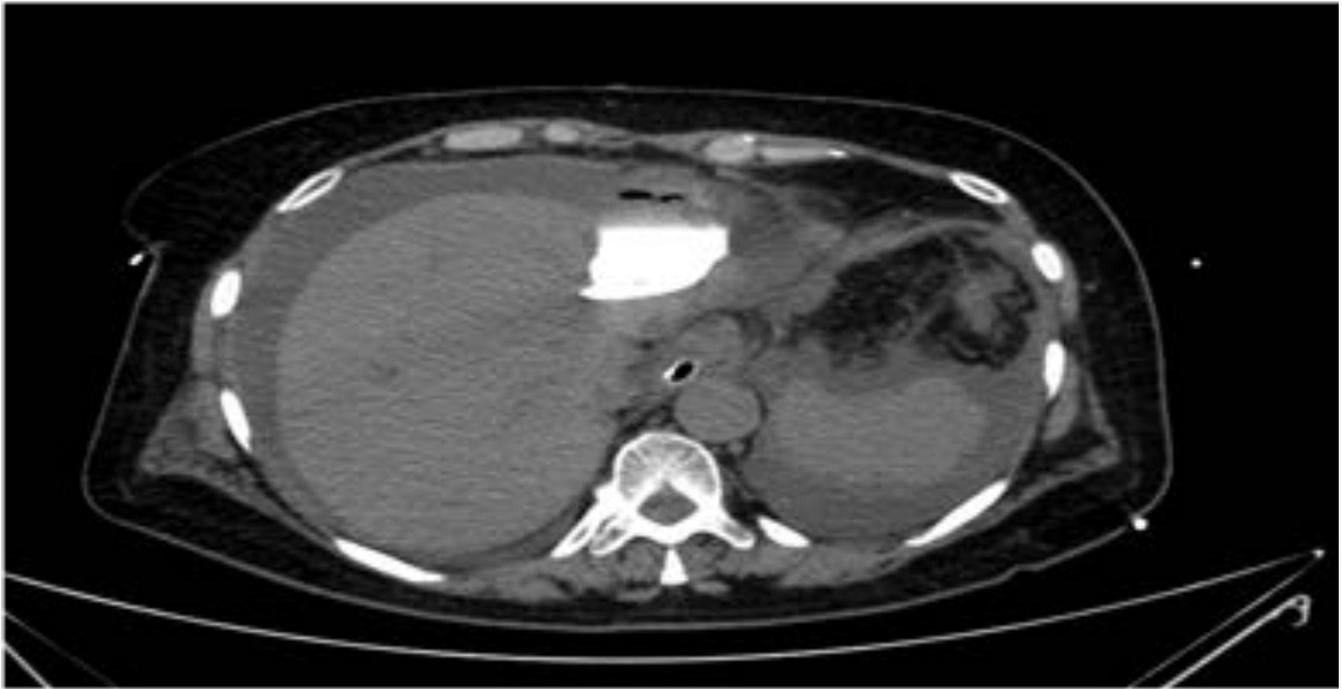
CT quistografía mostrando ausencia de fuga de contraste del quiste. Líquido libre intraperitoneal secundario a pancreatitis
